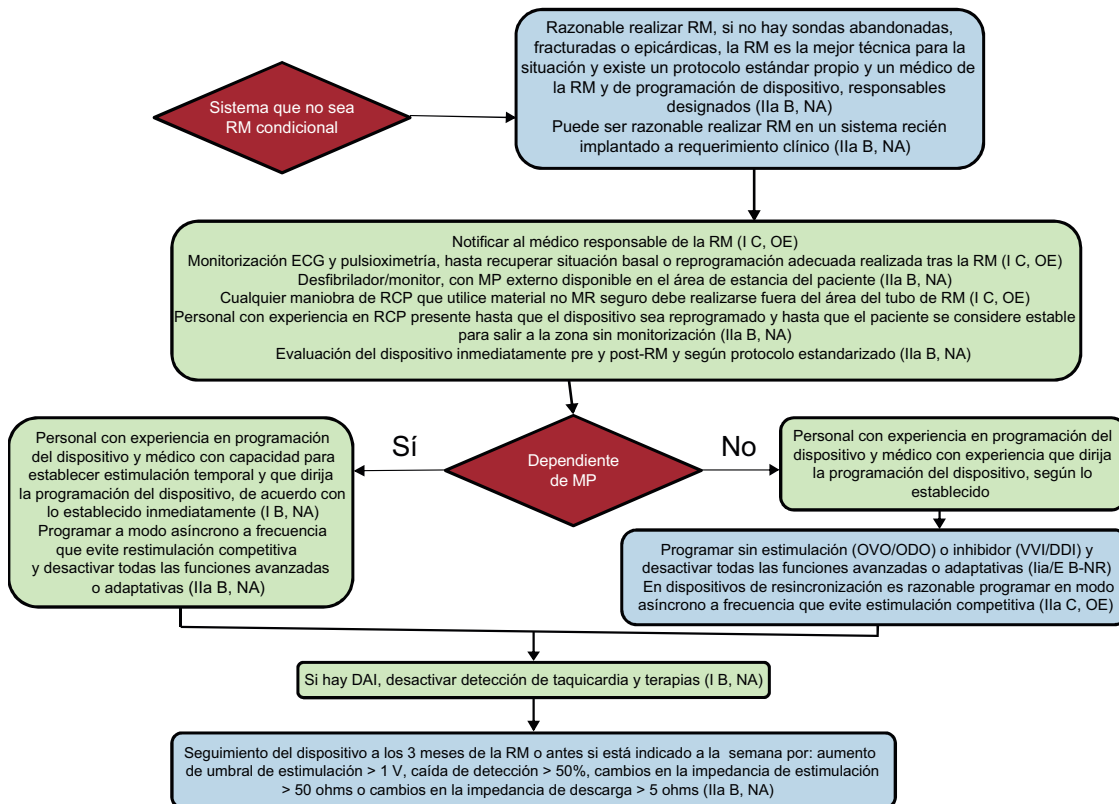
Protocolo de actuación para la realización de RM con dispositivos que no sean RM condicionales. Entre paréntesis, la clase de recomendación y nivel de evidencia. A: estudios aleatorizados; DAI: desfibrilador automático implantable; MP: marcapasos; NA: estudios no aleatorizados; OE: opinión de expertos; RCP: reanimación cardiopulmonar; RM: resonancia magnética.
